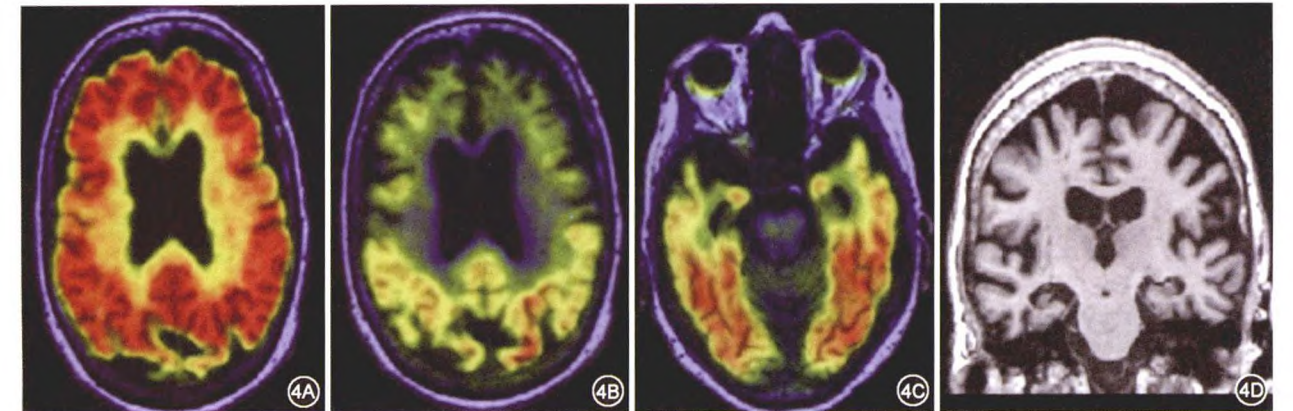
阿尔茨海默病痴呆生物标志物谱 1例患有遗忘性痴呆的75岁女性,生物标志物β淀粉样蛋白阳性、tau阳性、内侧颞叶结构萎缩等神经变性阳性,生物标志物模式为A⁺T⁺N⁺ 4A 异常的匹兹堡化合物B-正电子发射断层显像(PiB-PET) 4B、4C 异常的tau-PET 4D 磁共振成像示皮质和内侧颞叶萎缩
